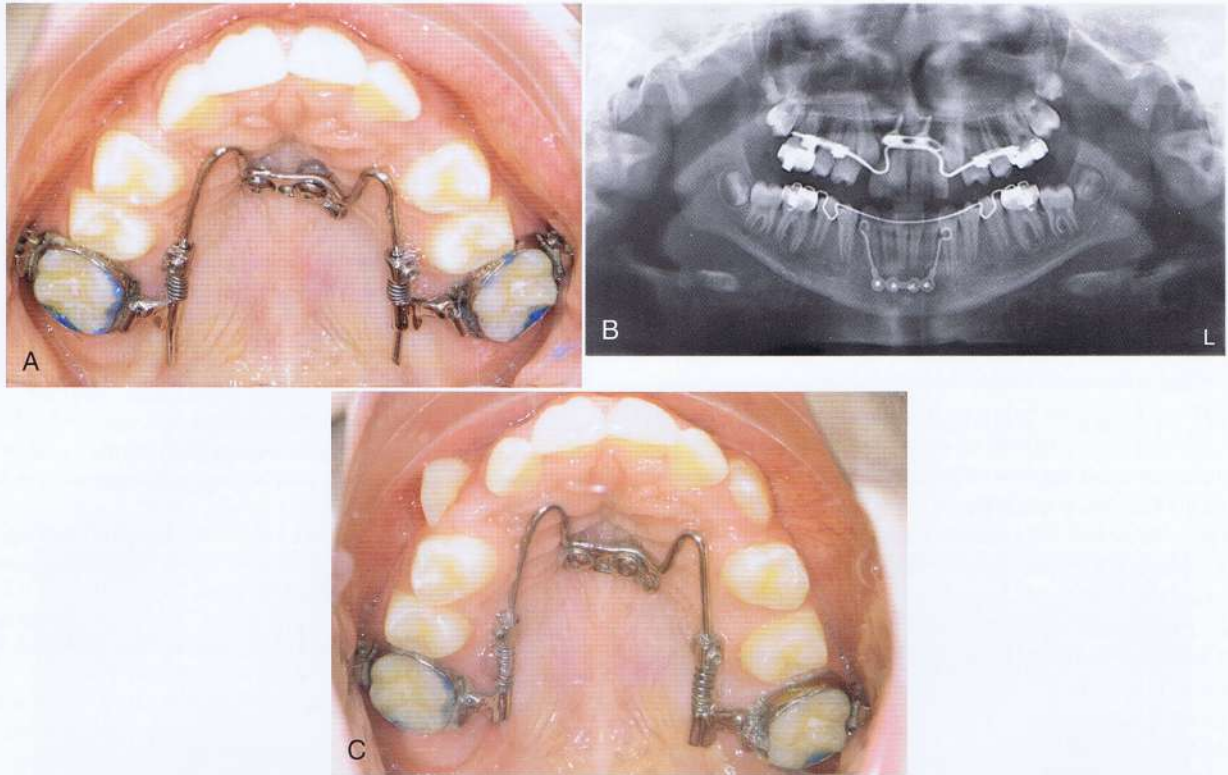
A, un Beneslider utilizado para la distalización del molar en la arcada superior. Se utilizaron los mismos mini-implantes. B, seis meses más tarde, se reconoce una distalización total de los molares en una ortopantomografía. C, situación intraoral después de 6 meses de la distalización.
